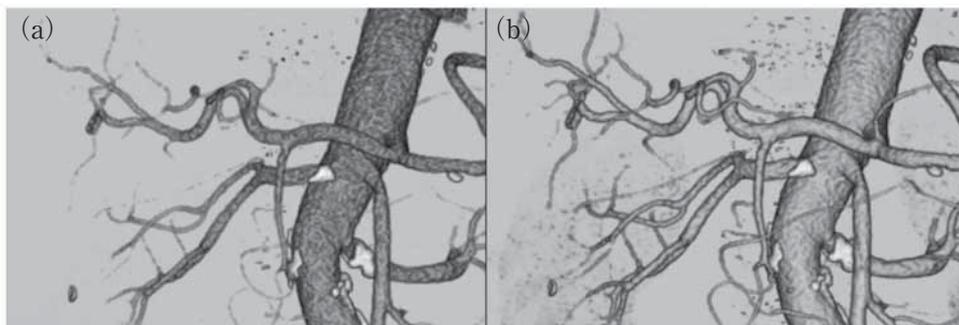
血管内CT値が血管形状再現性に与える影響 a: CT値226HU b: CT値298HU
